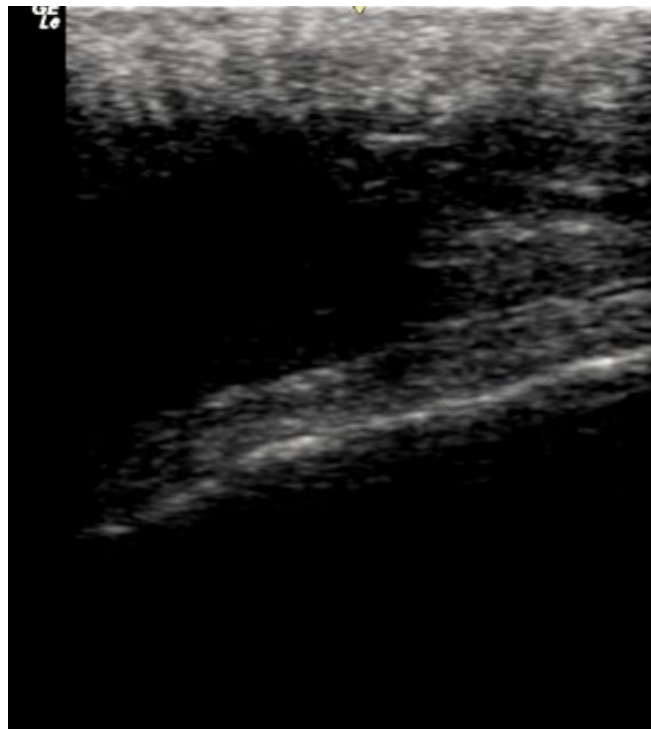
Á ecografia no caso 2 lesão com conteúdo hipocogênico, com comunicação com a derme através dos bulbos dilatados de folículos pilosos.
